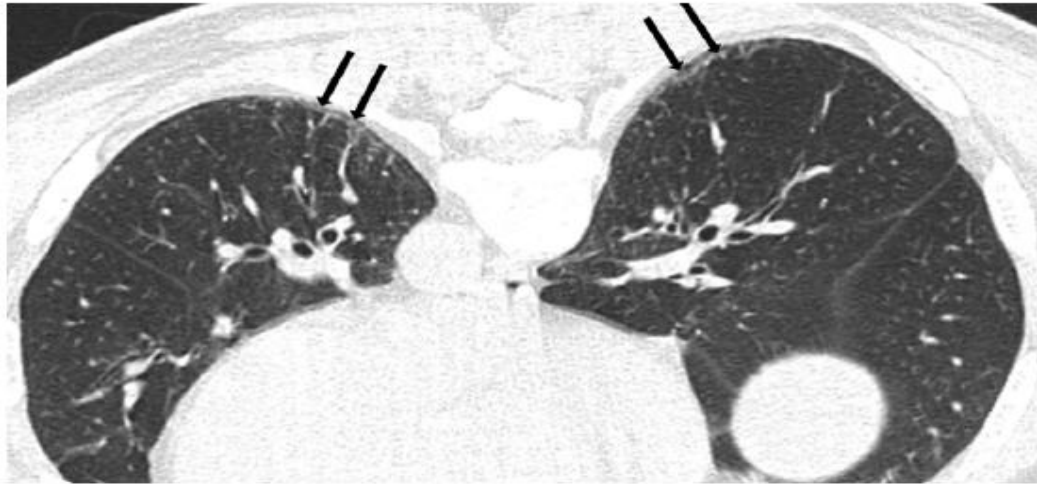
60-year-old male resident near asbestos mine since birth with 3 year work history at mine. Prone CT reveals subpleural curvilinear lines (arrows) in lower lungs.
